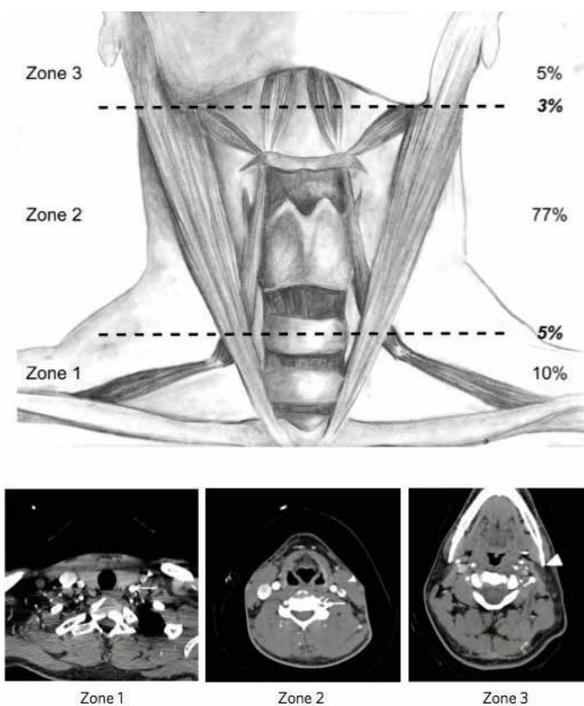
El cuello se divide en las Zonas I, II, y III. Las imágenes de tomografía computarizada [CT] corresponden a las Zonas I, II, y III. 2
